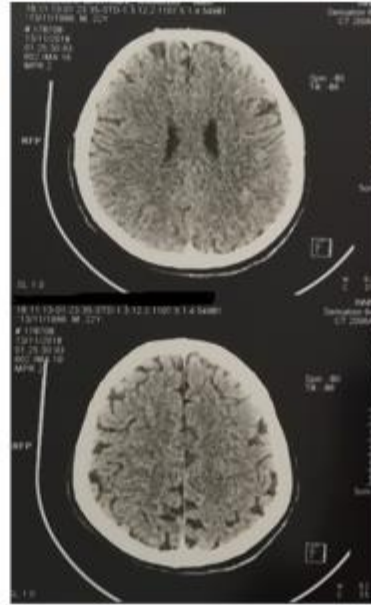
Tomografía de cráneo del paciente, sin hallazgos importantes.
